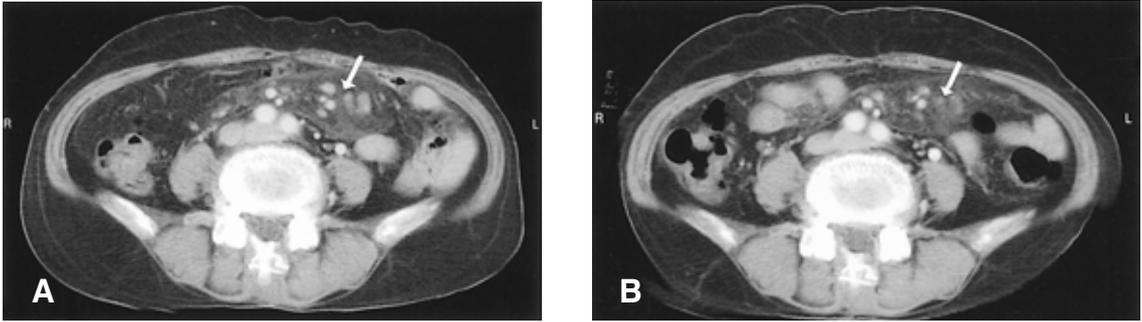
(A) Contrast enhanced CT scan in case 2 shows the fat infiltration of the mesentery in the left abdomen. Capsule-like increased density was noted in the peripheral portion of the lesion (arrow). (B) Follow-up abdominal CT (after 2 months). The size of the lesion and the fat infiltration were decreased.
